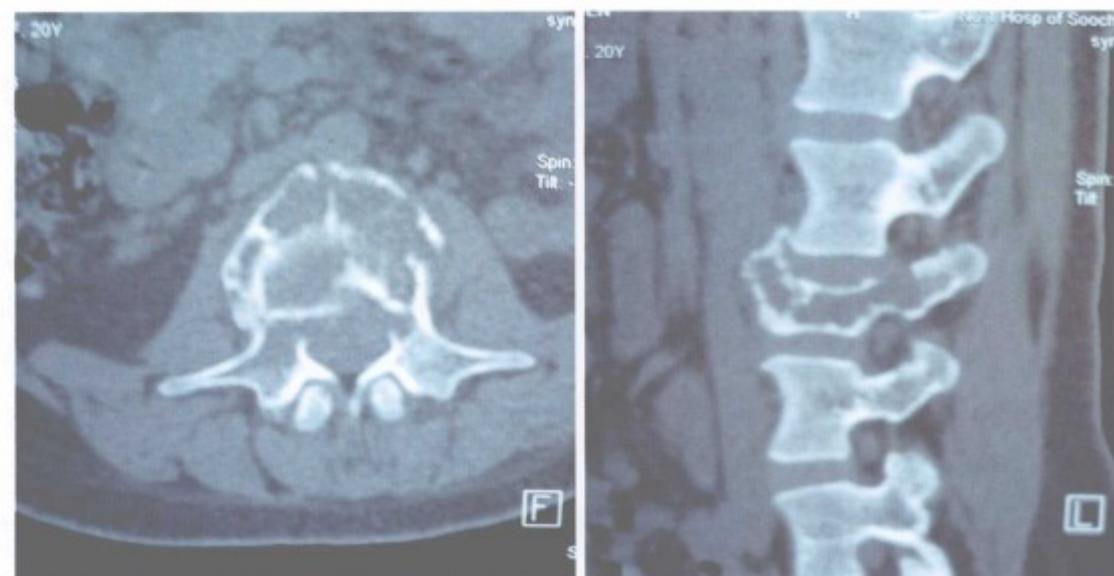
术前 CT 片提示 L<sub>3</sub> 膨胀性、融骨性破坏
